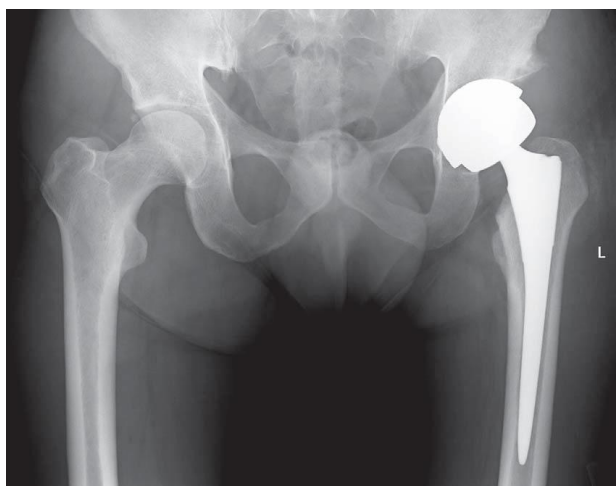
Рентгенограма після загального протезування [7].
